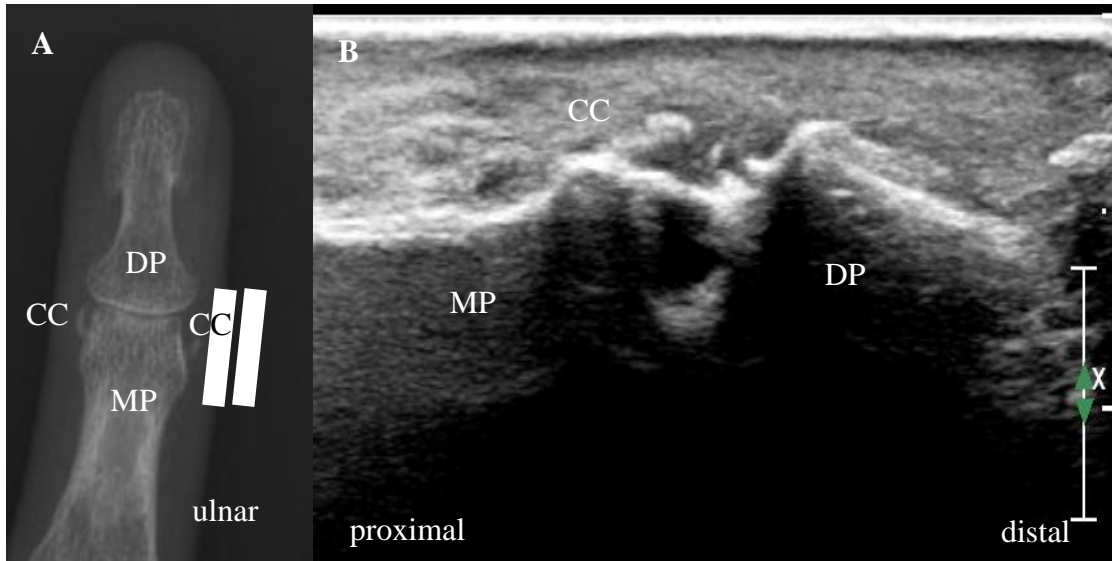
Darstellung von Röntgen- und Ultraschallbild des distalen Interphalangealgelenks (DIP) 4 der rechten Hand.
